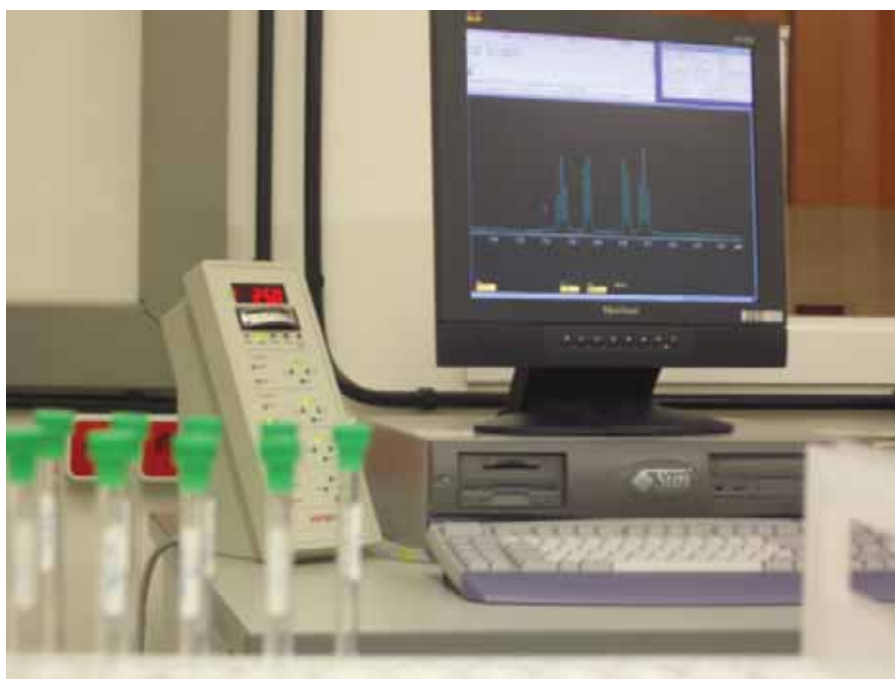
El screening inicial de la librería de fragmentos se lleva a cabo mediante técnicas de resonancia magnética nuclear.
